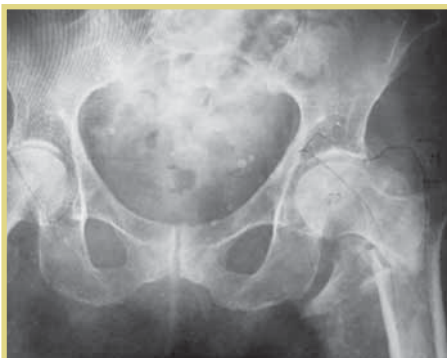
Рентгенограмма таза с тазобедренными суставами больной К., 96 лет, перед операцией
